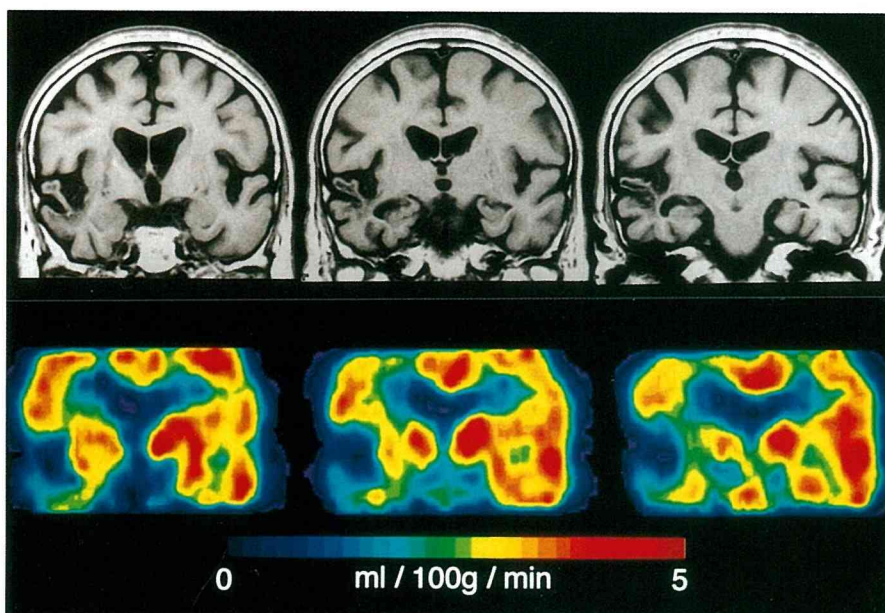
Coronal images of the MR and PET. The hypometabolism involved the right basal temporal region but spared the frontal lobes.
